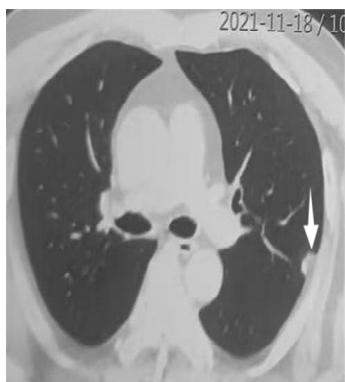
病例2,三年前CT左上叶局灶高密度影(箭)。
